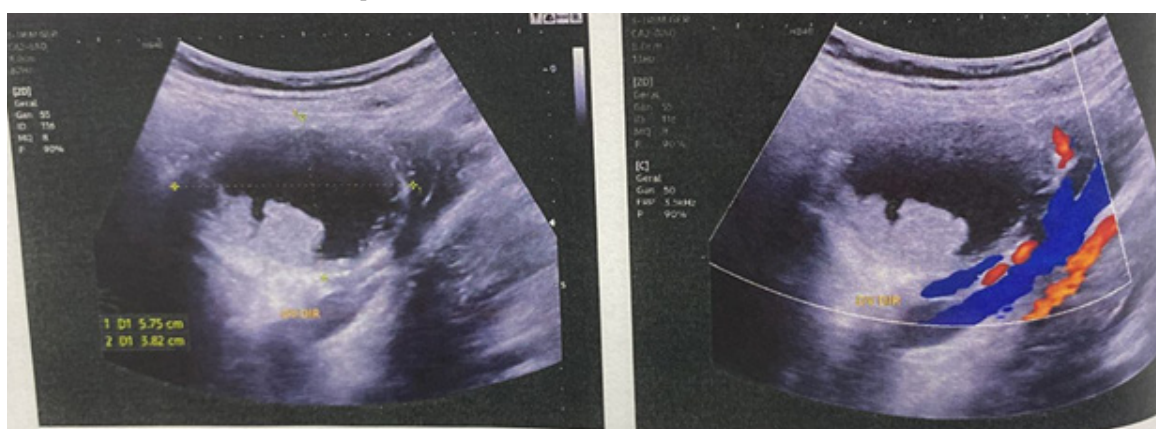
Última ultrassonografia obstétrica antes do parto com o mesmo cisto complexo agora com aproximadamente 5.75 cm em seu maior eixo. Fonte: Acervo pessoal.
